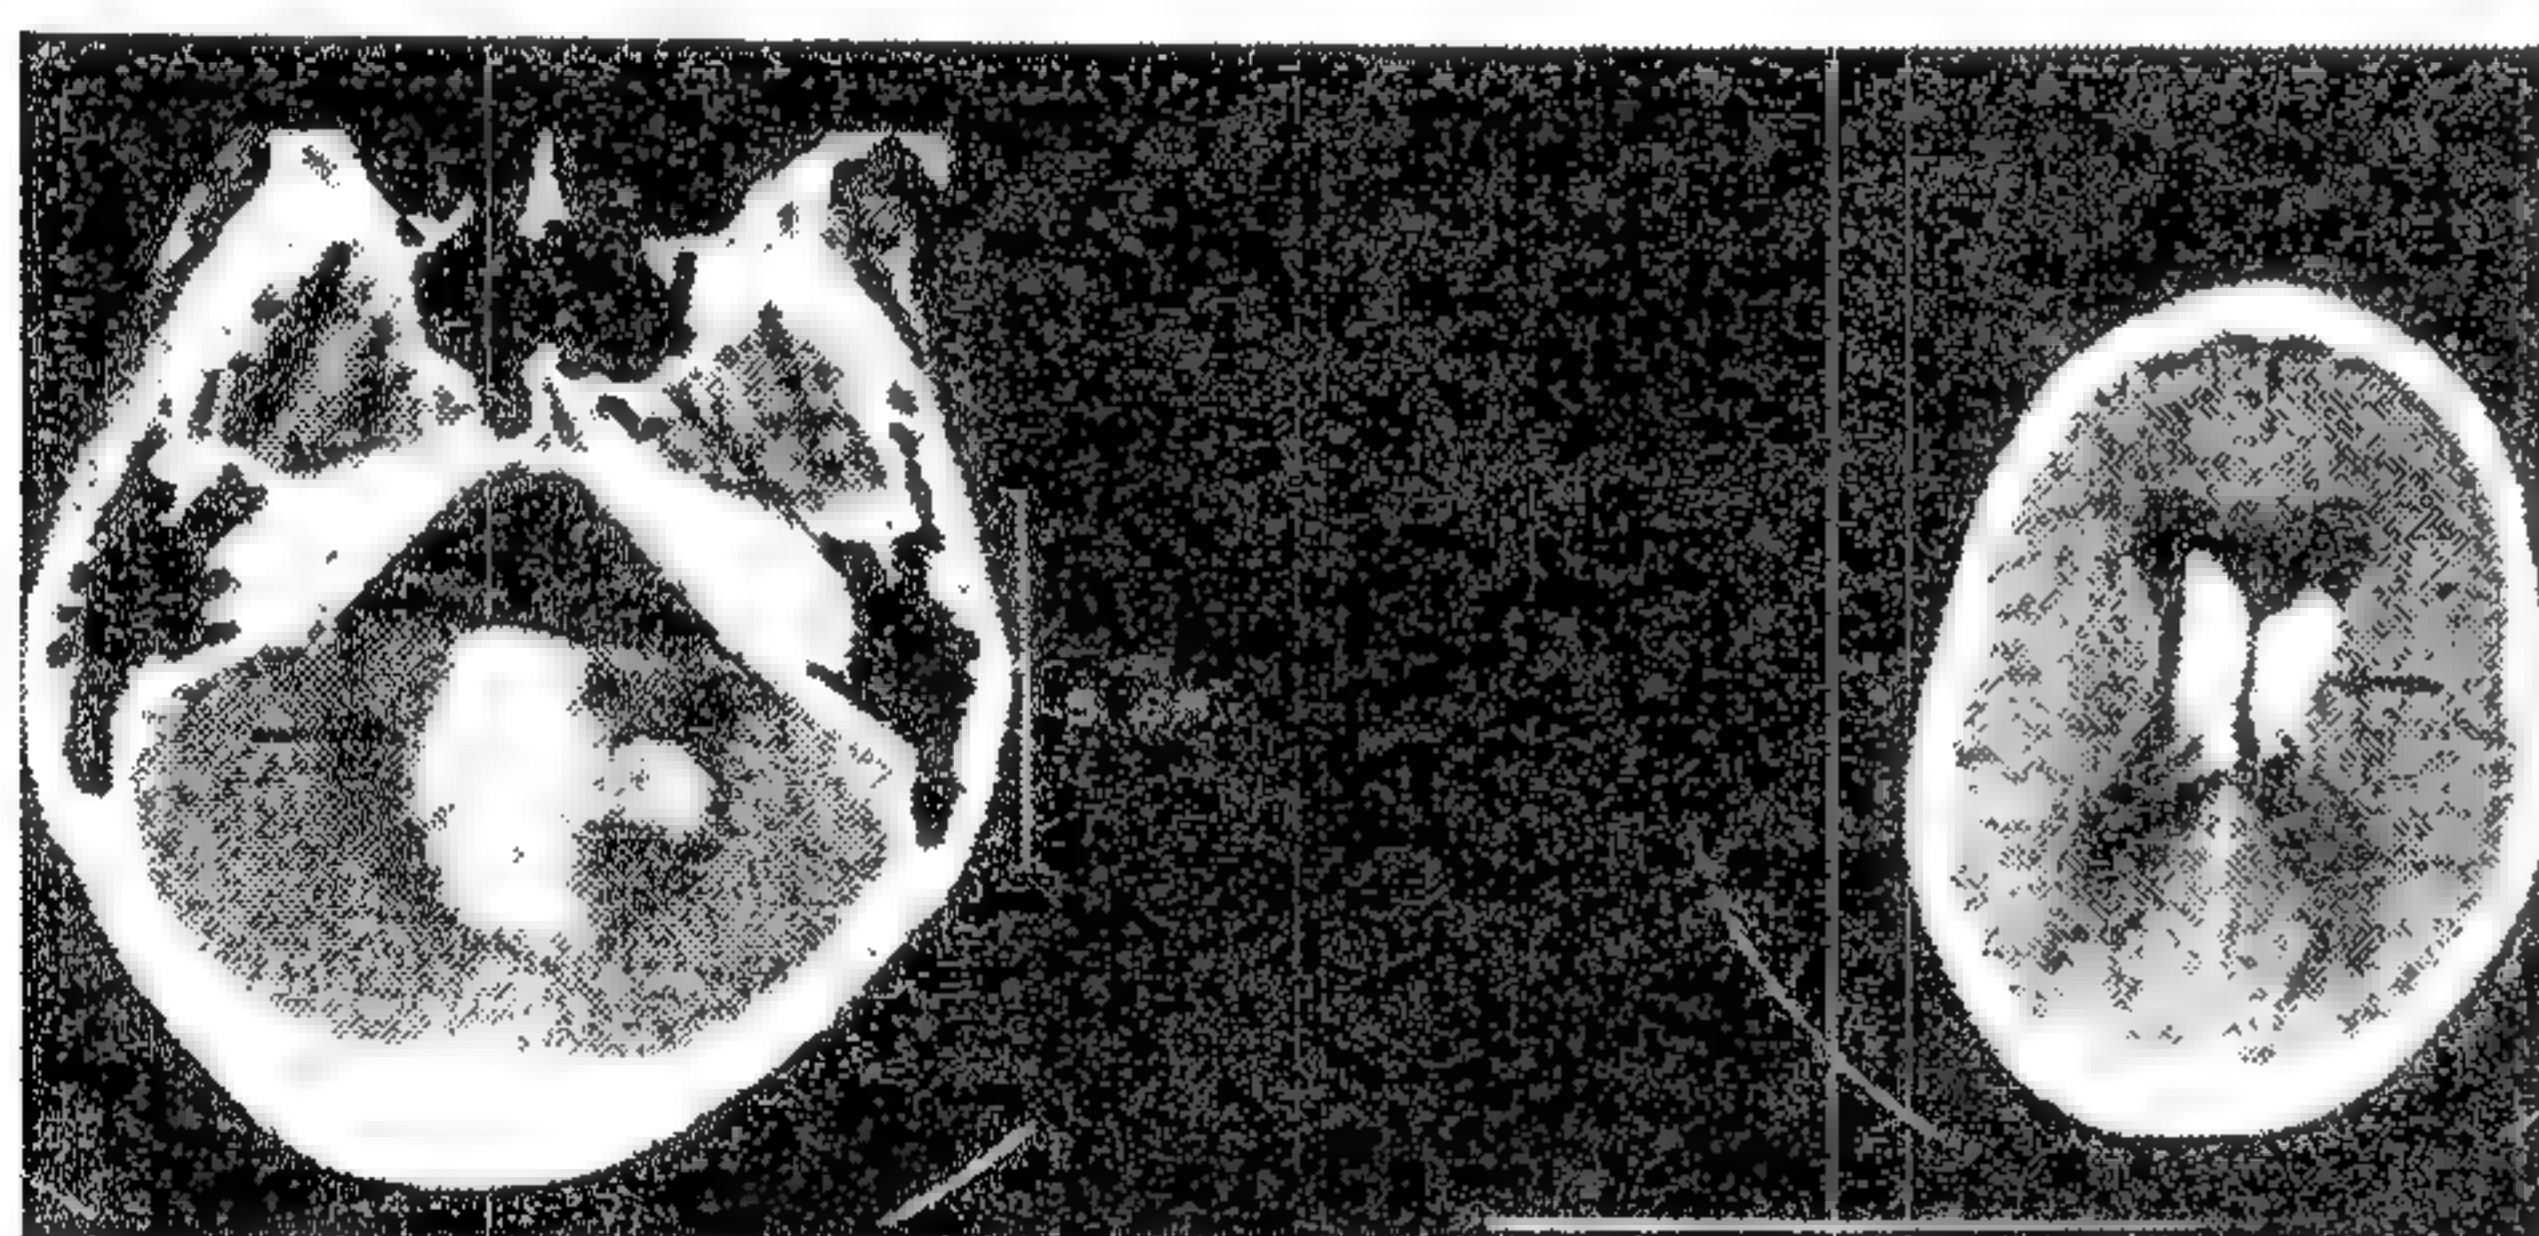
Hematom cerebelos. În stânga examenul CT al fosei posterioare arată o hemoragie care apare ca o arie albă întinsă (săgeată). În dreapta CT trecând prin ventriculii laterali pentru a arăta hidrocefalia datorată obstrucției drenajului lichidian și poluarea ventriculilor cu sânge de la nivelul sângerării cerebeloase.
